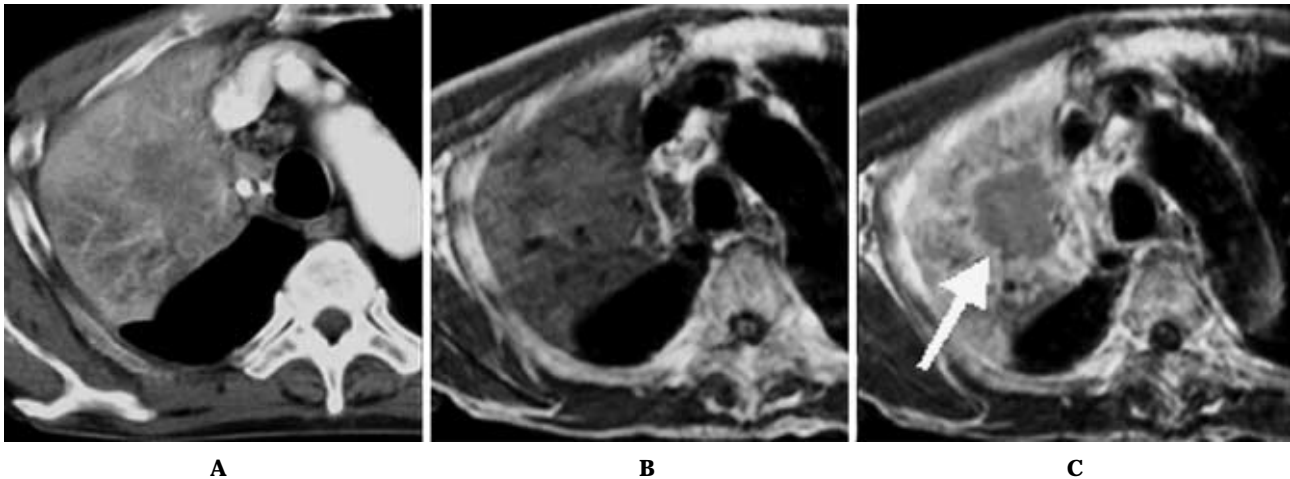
79-year-old male with squamous cell carcinoma in the right upper lobe. A. On contrast-enhanced CT, it is difficult to distinguish lung cancer from obstructive pneumonia due to homogeneous enhancement. B. On T1-weighted image, tumor and obstructive pneumonia demonstrate same low signal intensity, and can not be differentiated. C. On contrast-enhanced T1-weighted image, obstructive pneumonia is well enhanced compared with lung cancer (arrow), and can be clearly separated. (Ohno Y, Sugimura K, Hatabu H. MR imaging of lung cancer. *Eur J Radiol.* 2002;44:172-181 より許可を得て転載)
